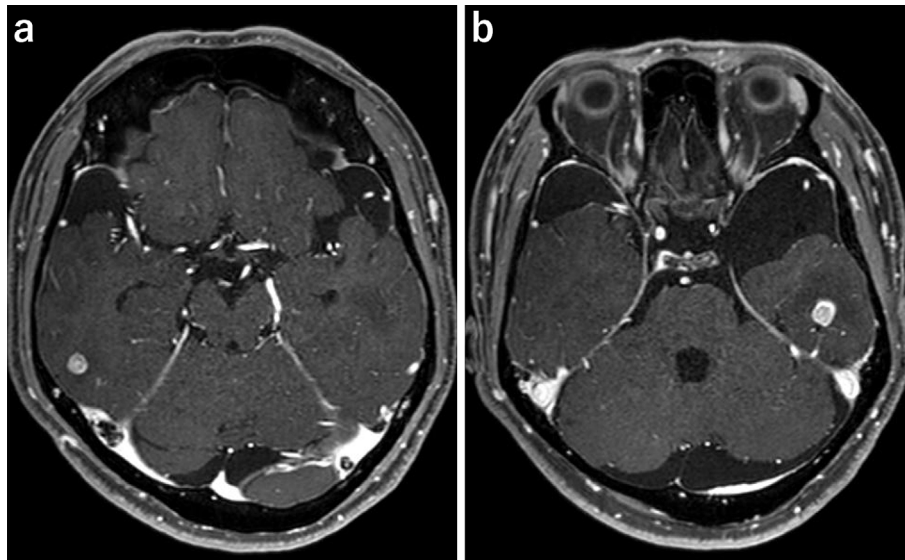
Contrast-enhanced magnetic resonance imaging (MRI) on admission shows brain metastases with brain edema in the right temporal lobe (a) and left temporal lobe (b).
